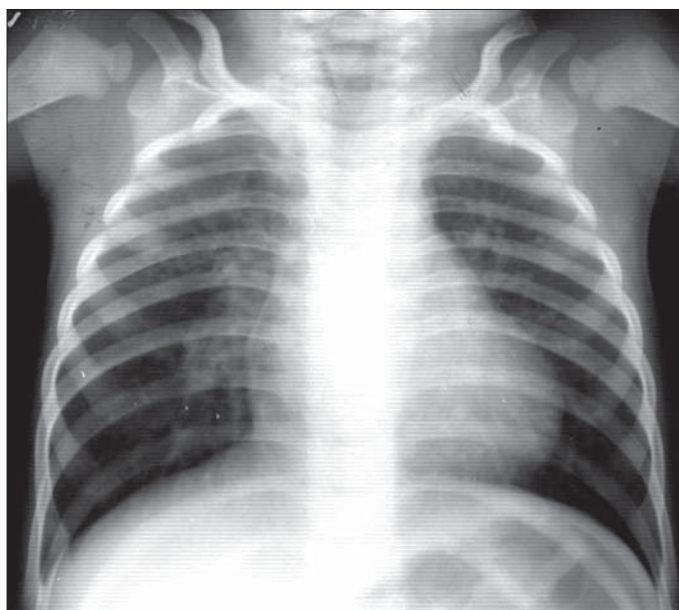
Radiografie toracică în inspir la un copil cu vârsta de 3 ani.
